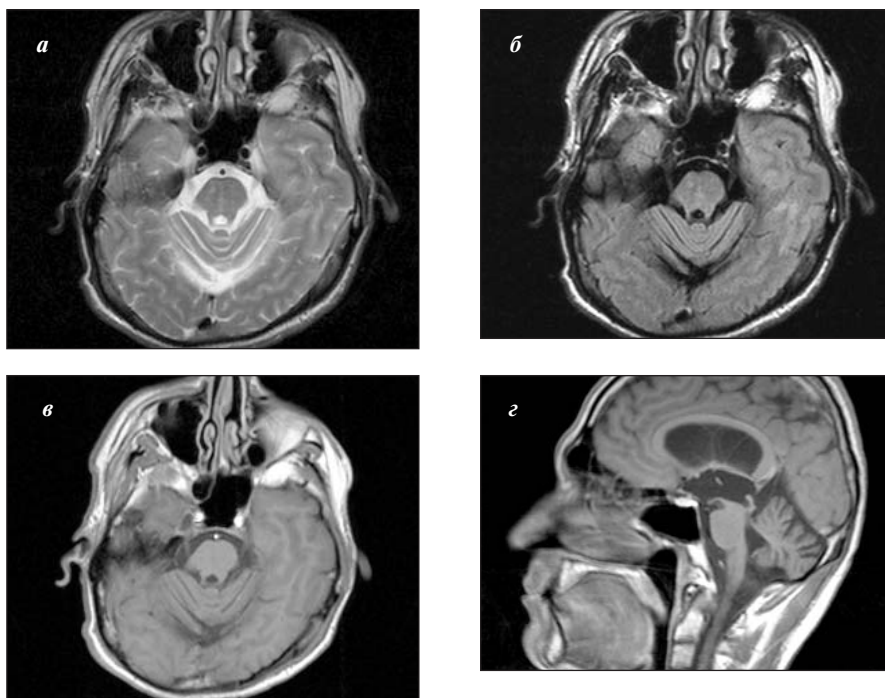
МРТ в режимах T2 (а) и T2-FLAIR (б). В аксиальной проекции отмечают единичные микроочаги патологического повышения МР-сигнала с развитием признаков атрофии варолиева моста. После внутривенного контрастного усиления в режиме T1 в аксиальной (в) и сагитальной (г) проекциях не выявлено признаков накопления контрастного вещества в структурах мозга, включая область ствола. Определяется выраженный стеноз водопровода мозга с увеличением его вентральных отделов за счет формирования спайки на уровне входа в IV желудочек
